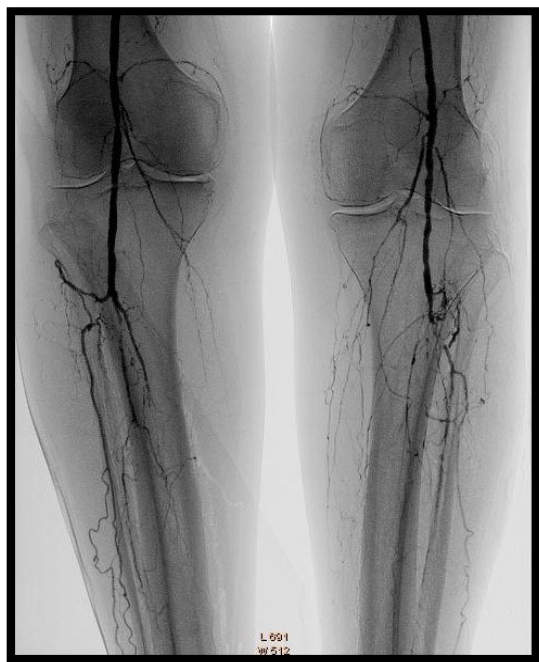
Рентгенконтрастна ангіографія артерій підколінно-гомількового сегменту
